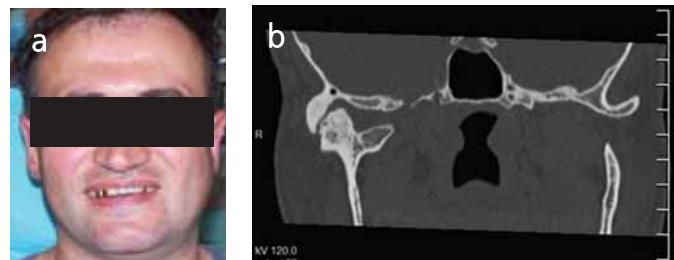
Больной С. до оперативного лечения: а – внешний вид; б – рентгенологическая картина
